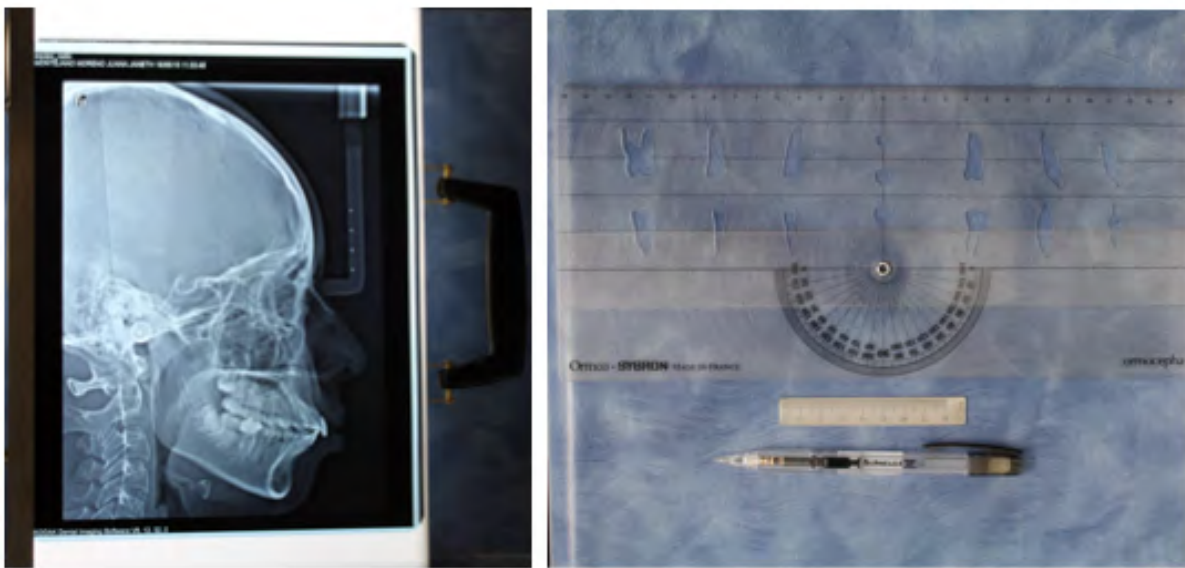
Material utilizado para realizar las mediciones. Radiografía lateral de cráneo, negatoscopio, acetato, protractor, regla milimétrica y lapicero.
